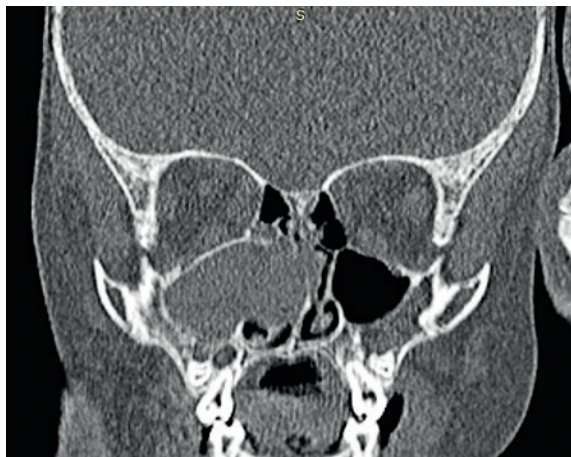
КТ-картина (коронарная проекция) псевдомукопицеле правой ВЧП, выраженное искривление перегородки носа влево за счет давления медиализированной внутренней стенки правой ВЧП у пациента с МВ 2 лет
